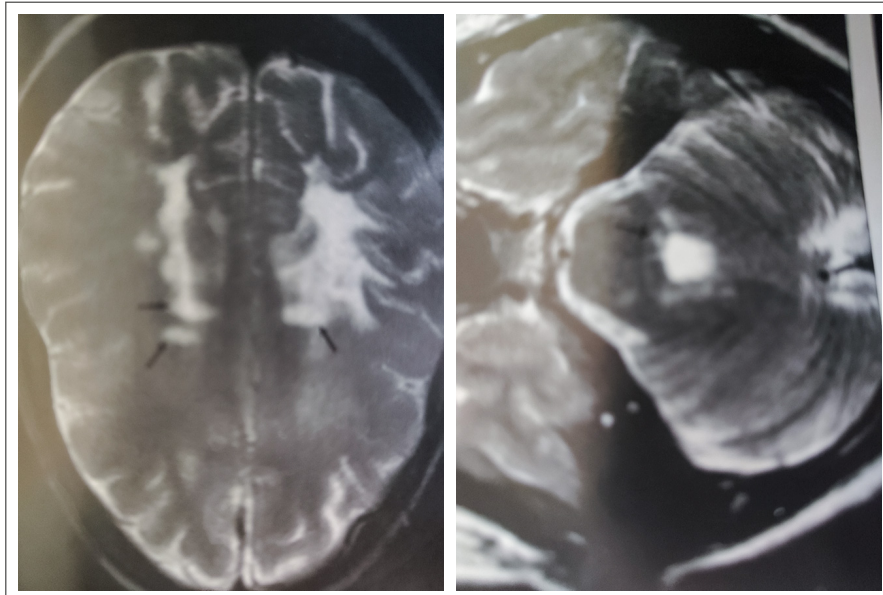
MRT: T2-gewichtete Läsionen supratentoriell, infratentoriell und im zervikalen Rückenmark
